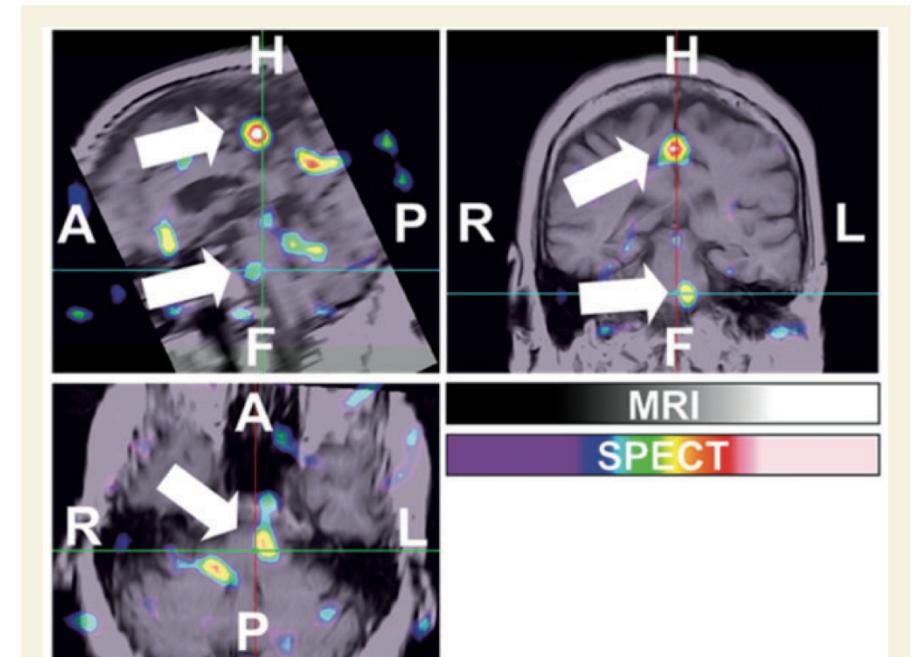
Ictal SPECT of Patient CR, female with Parkinson's disease with REM sleep behaviour disorder.
